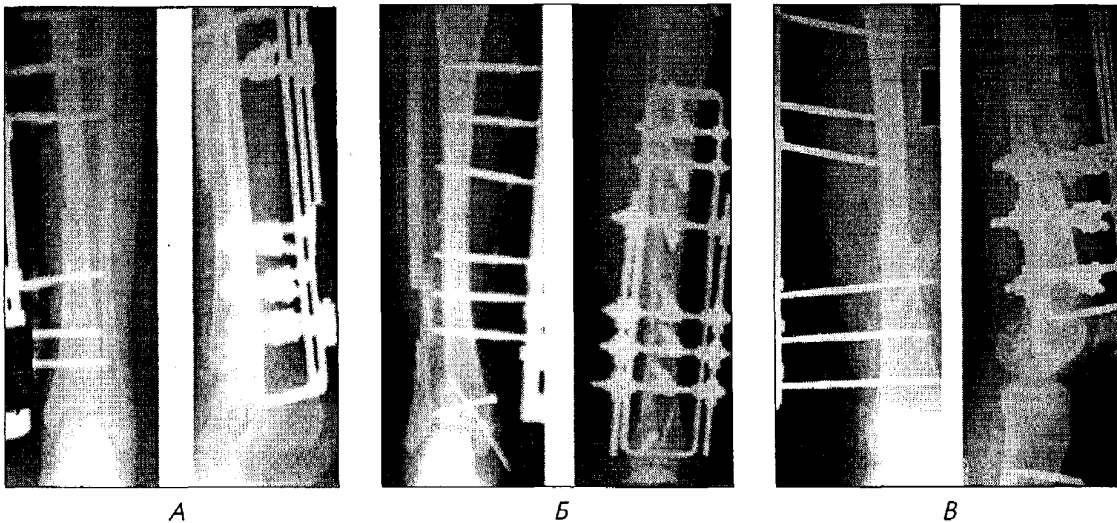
Рентгенограми хворої К. після операції
